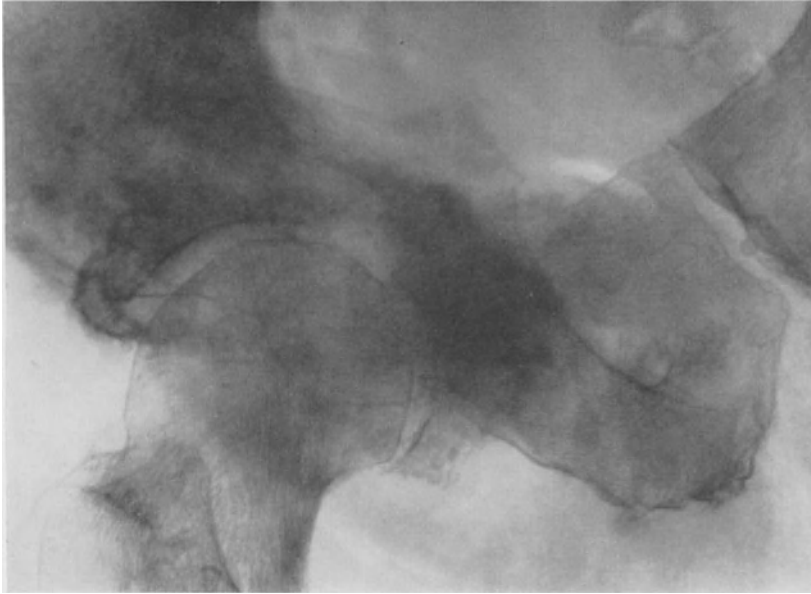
66jähr. ♂. Osteoplastische Prostatacarcinommetastasen im Acetabulum. Wegen Schmerzen in der rechten Hüfte monatelang als „Ischias“ behandelt. Prostatauntersuchung auf Grund des Röntgenbildes: Carcinom.
